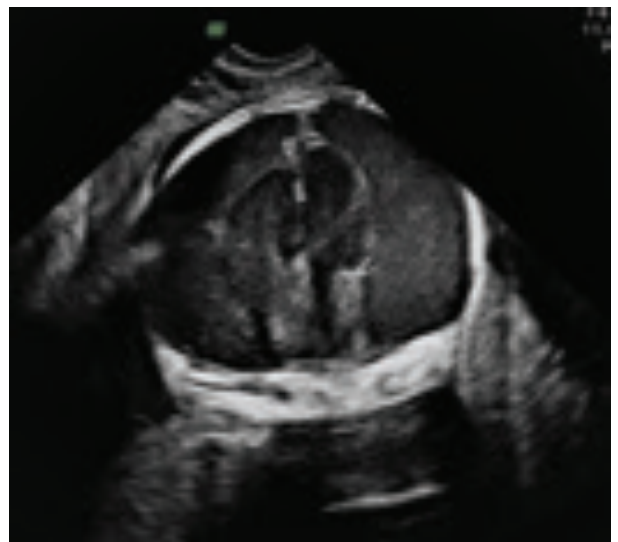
A coronal view of extended subarachnoid space of the brain in ultrasonography
